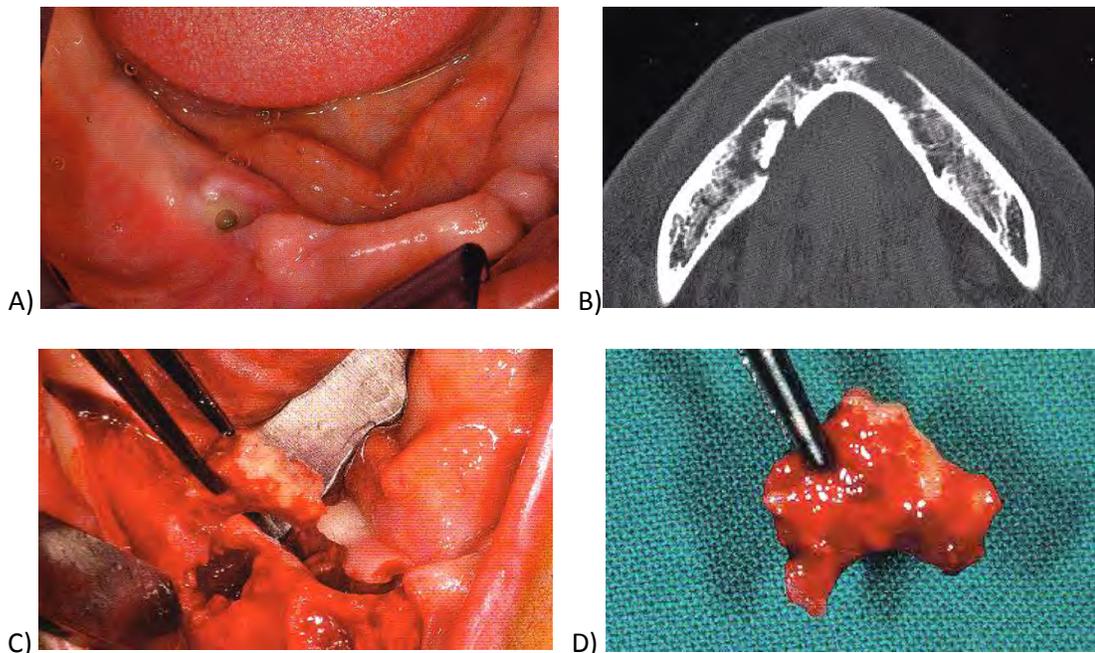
A) Fotografía intraoral mostrando drenaje purulento de ubicación mandibular. B) Tomografía computarizada evidenciando secuestro óseo. C) Remoción quirúrgica del secuestro. D) Fragmento óseo removido.¹⁴
